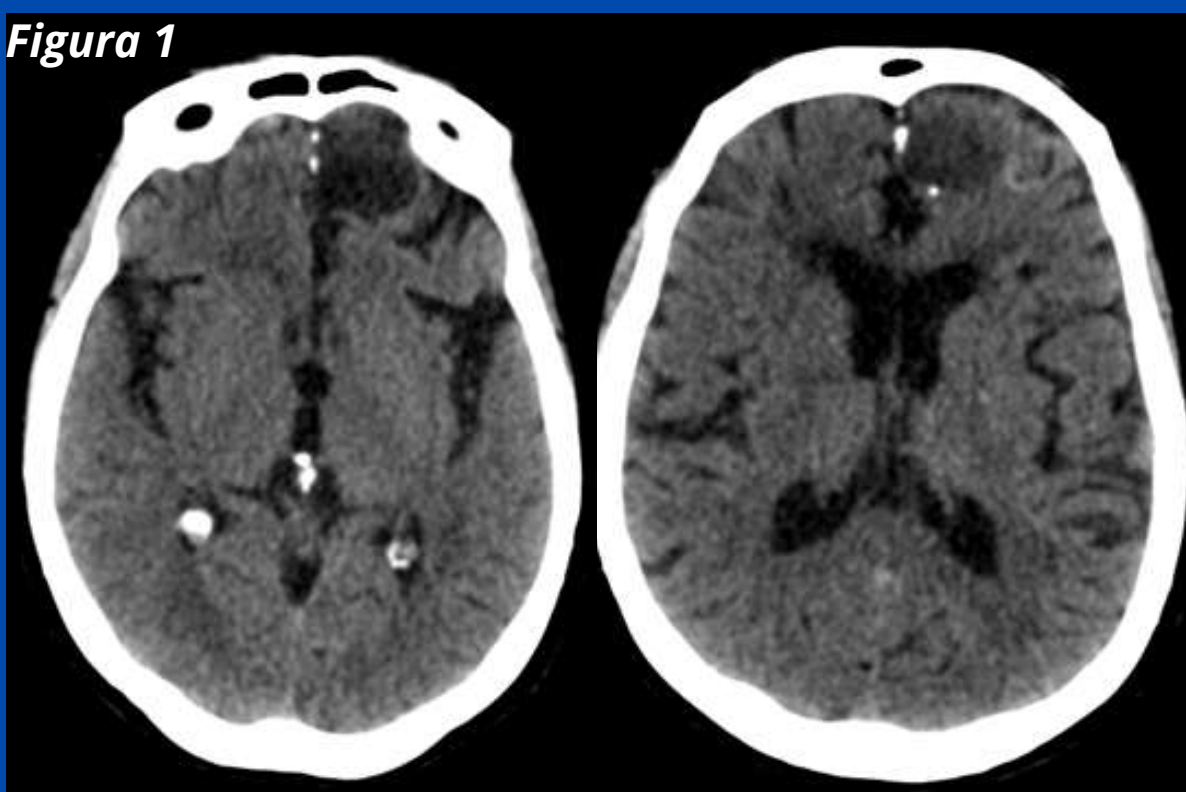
TC cortes axiales donde se observa imagen frontal izquierda de ubicación parasagital, hipodensa de bordes definidos, pseudonodular y con calcificaciones periféricas.
